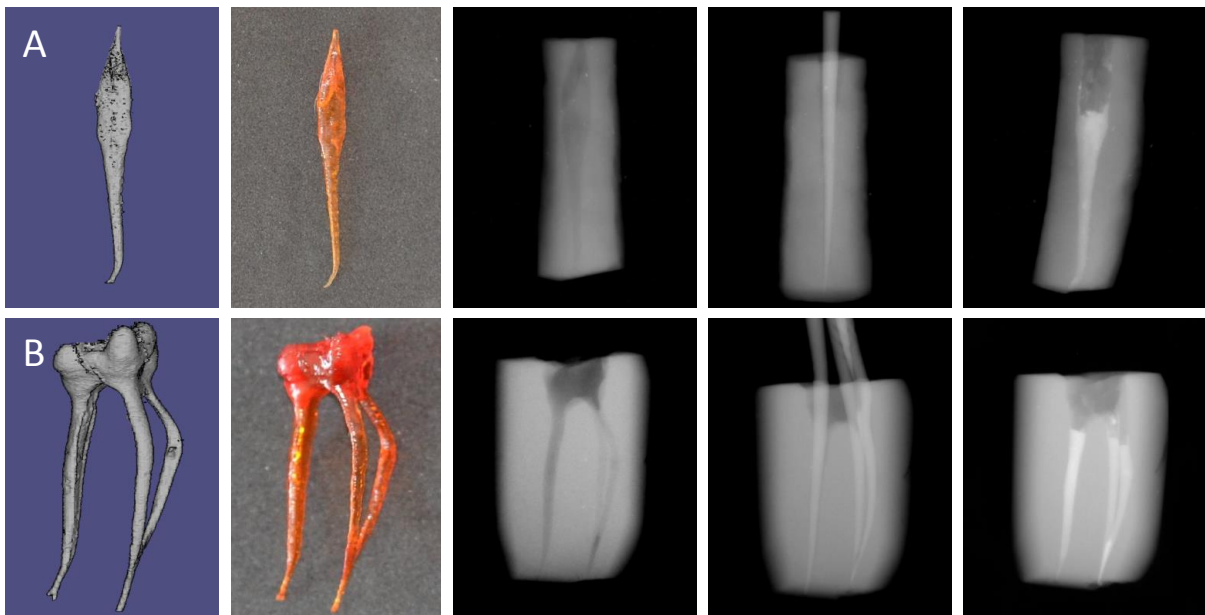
conception, fabrication et utilisation en travaux pratiques de systèmes canaux à morphologie simple (A) et complexe (B). De gauche à droite : données numériques du volume pulpaire, moule canalaire reproduit en résine acrylique, cliché radiographique préopératoire, cône-en-place et d'obturation.
